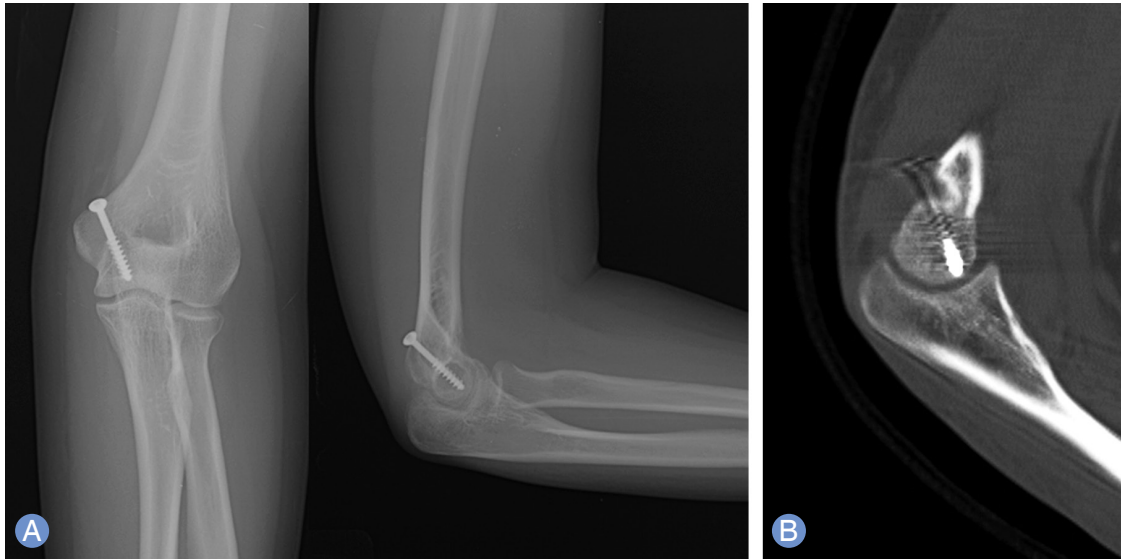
(A, B) Postoperative radiograph and sagittal plane views of computed tomography scan shows open reduction and internal fixation with cancellous screw.
